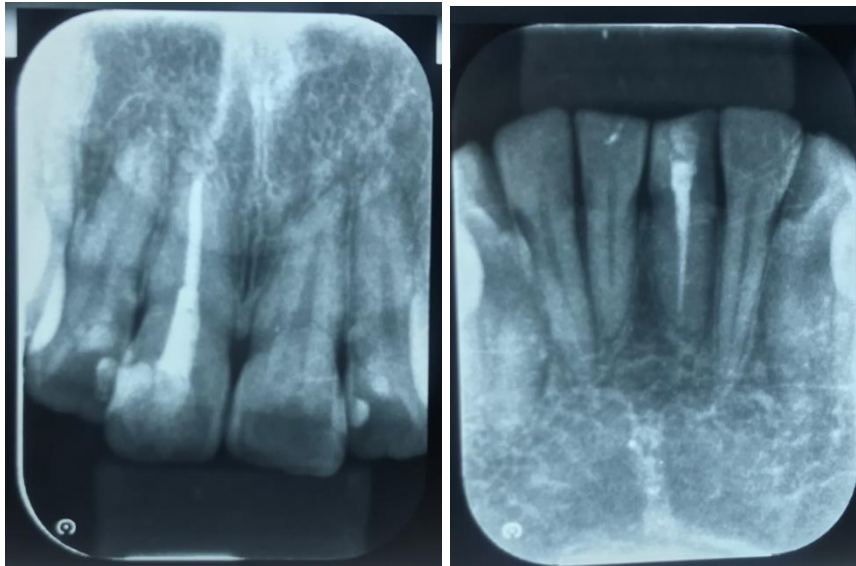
Radiografias periapicais iniciais da região de incisivos superiores e inferiores.
